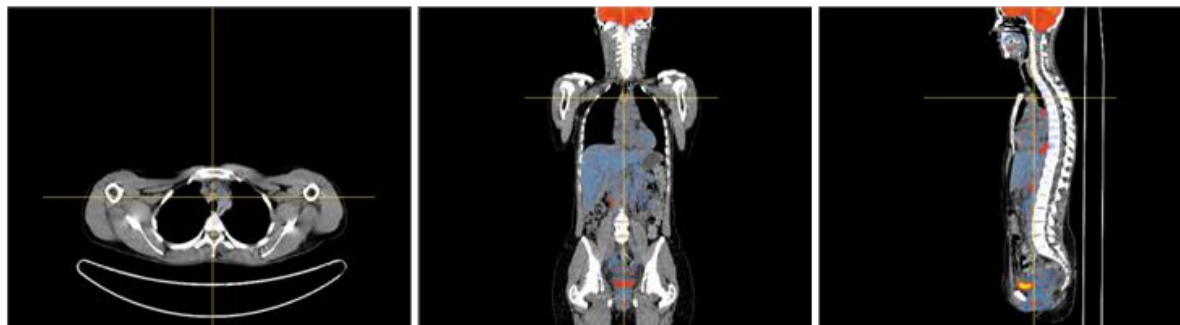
Cortes axiais, coronais e sagitais de ^{18}F -FDG PET/CT, obtida em fase de catamnese. Podemos ver múltiplos focos de hipercaptação em territórios ganglionares para-aórticos e um foco para-traqueal.
